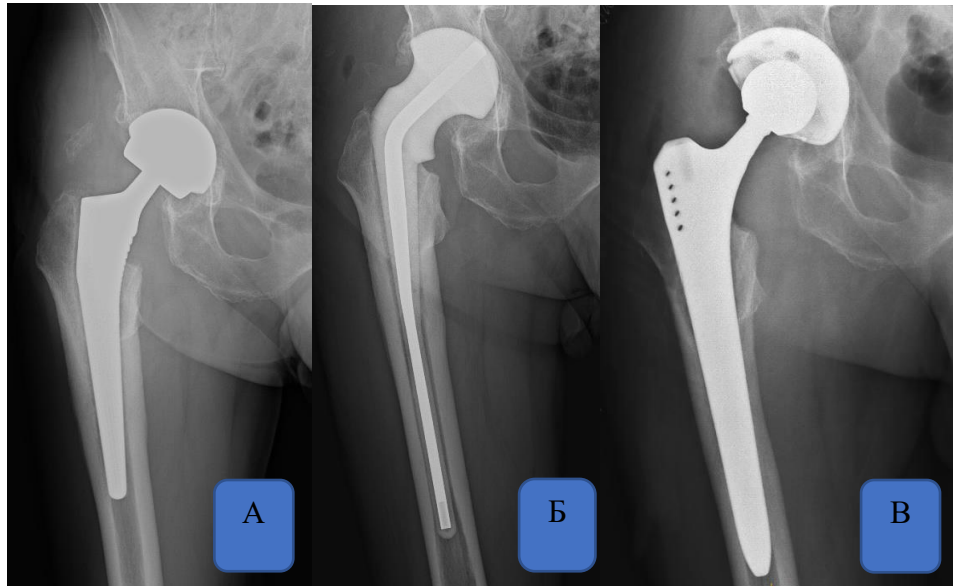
Рентгенограммы пациента Д. 68 лет. А – септическая нестабильность эндопротеза, Б – проведен I этап ревизионного эндопротезирования, В – выполнено удаление спейсера, установка ревизионных компонентов
